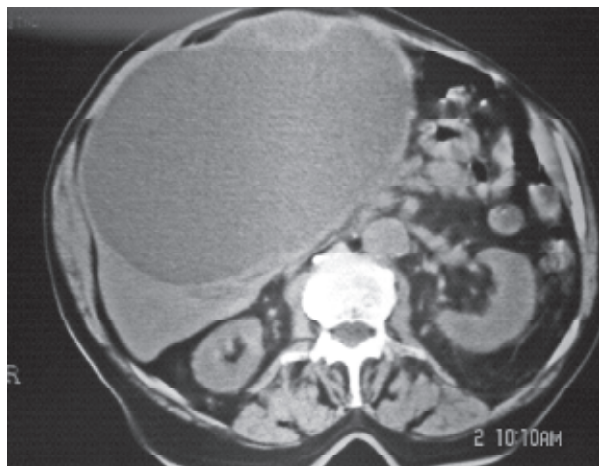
Tomografía axial computada de abdomen. Corte mostrando voluminosa lesión quística hipodensa, de bordes definidos, de 20 cm. de diámetro, ocupando ambos lóbulos hepáticos.
